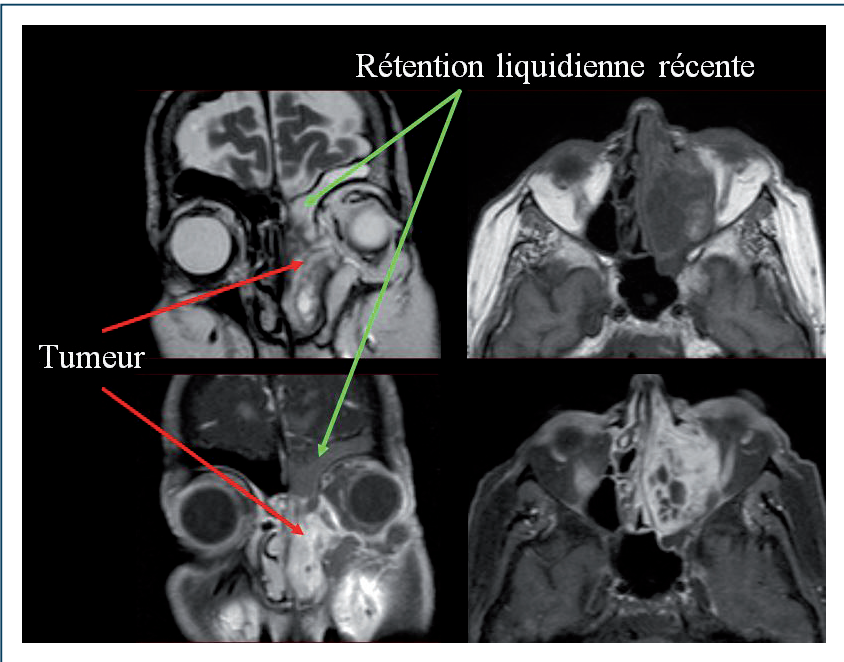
Signaux IRM d'une rétention versus tumeur. La majorité des tumeurs apparaissent en hyposignal (gris) majoritaire par rapport à une rétention liquidienne récente, en T2 (coupe coronale droite supérieure), même si elle est, comme ici, de signal hétérogène, et se rehausse après injection, comparativement à une imagerie T1 initiale (image axiale droite supérieure). Les séquences injectées (images inférieures, coronale gauche et axiale droite) sont acquises après saturation du signal de la graisse, permettant une meilleure visualisation et une meilleure délimitation de l'imagerie tumorale, notamment par rapport à la graisse orbitaire, et des espaces superficiels et profonds de la face.
